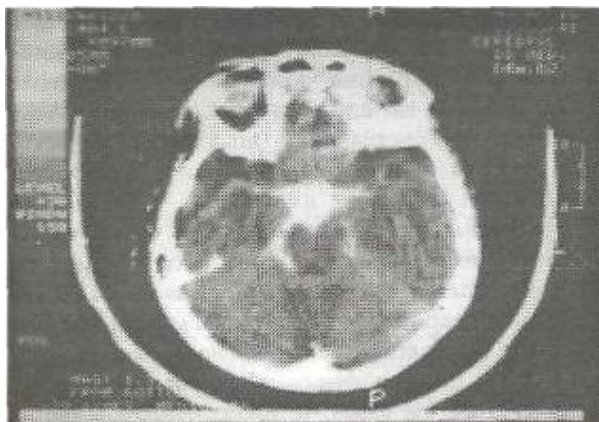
Tomografía axial computarizada de observación retardada, mostrando hiperdensidad de cisternas basales correspondiente a aracnoiditis tuberculosa.
